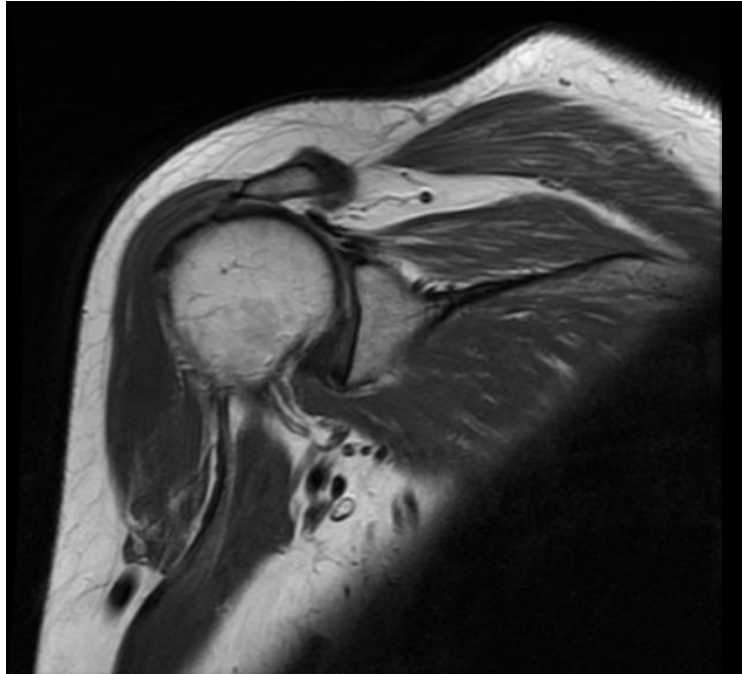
Imagen de RM coronal de hombro en Densidad Protónica (DP) mostrando importante infiltración grasa a nivel del manguito rotador. *Cortesía Hospital CIMA Hermosillo.*
